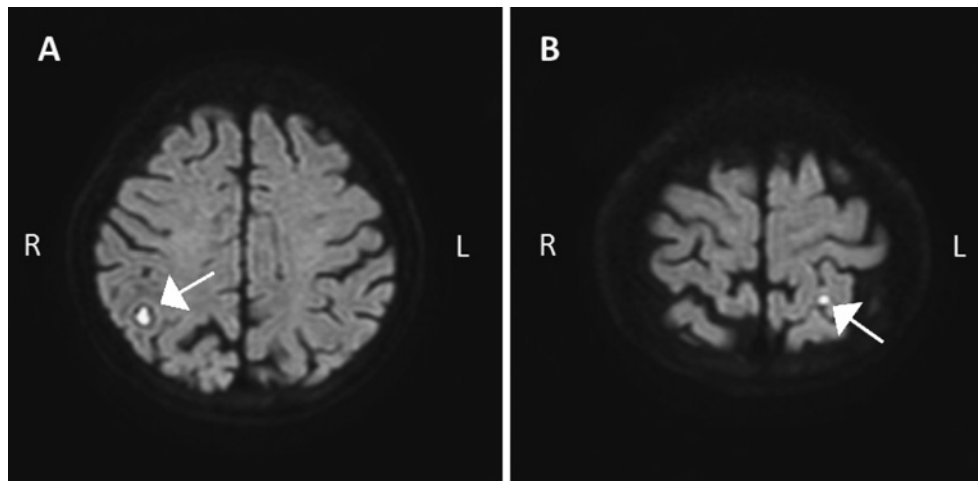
DWI of Head MRI indicated multiple cerebral abscess
